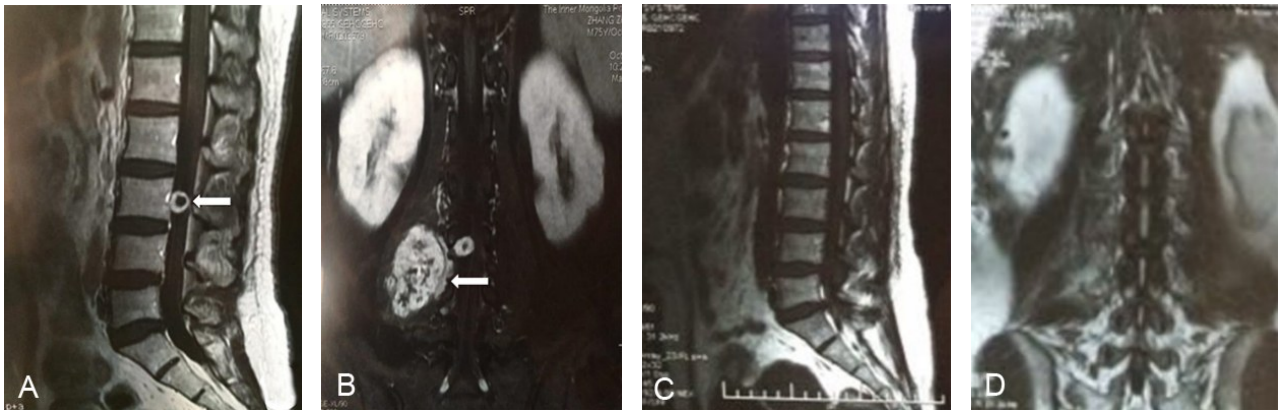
腰3水平椎管内巨大哑铃型肿瘤经前外侧腹膜后入路手术前后MRI
